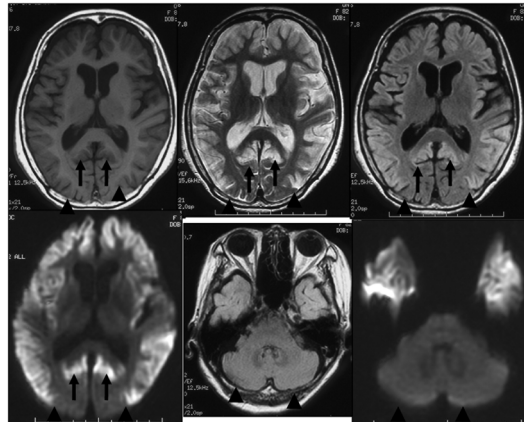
プリオン蛋白遺伝子codon 180に変異を持つ遺伝性CJDの特徴。MRIで浮腫状に腫脹した大脳皮質に信号異常を認める。T1強調像では低信号、T2強調像、FLAIR、拡散強調MRIでは高信号を呈する。視覚野を含む後頭葉は初期には異常信号を認めない。臨床症状に比較してMRIでの異常が顕著である。
